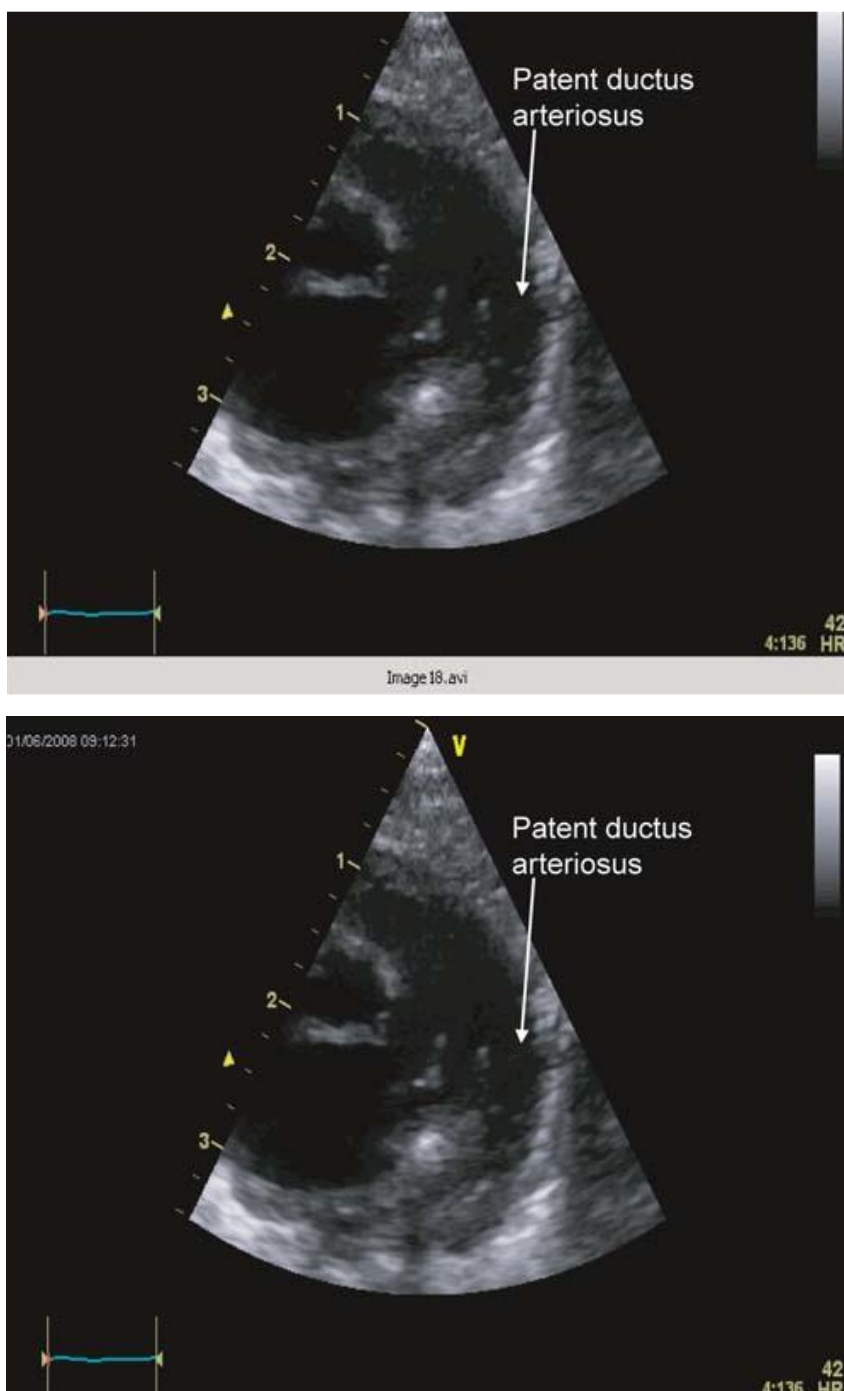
Imágenes de ductus arterioso persistente en 2D (panel superior) y doppler, en flujo rojo (panel inferior)
